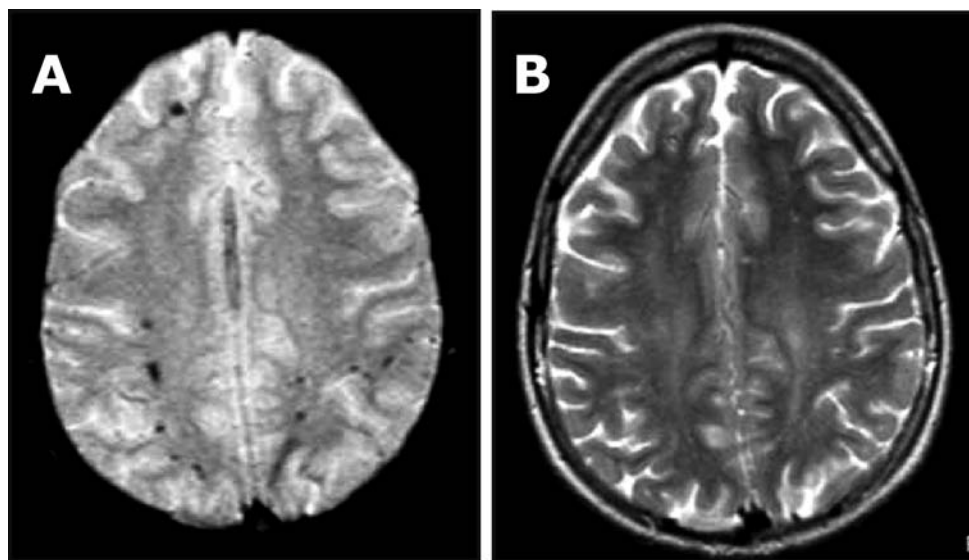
Lesión axonal difusa en TC y en RM
